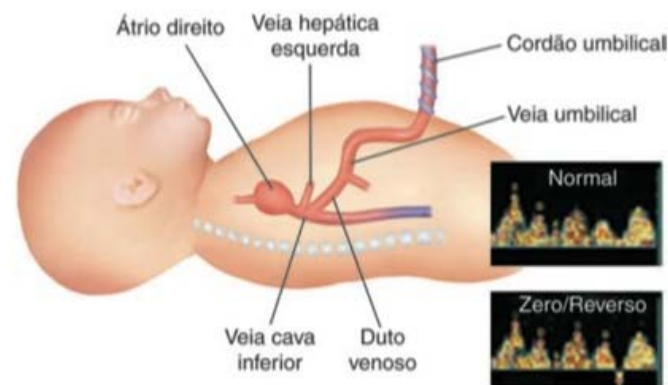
■ Doppler venoso: Doppler do duto venoso normal e anormal (zero-reverso).
